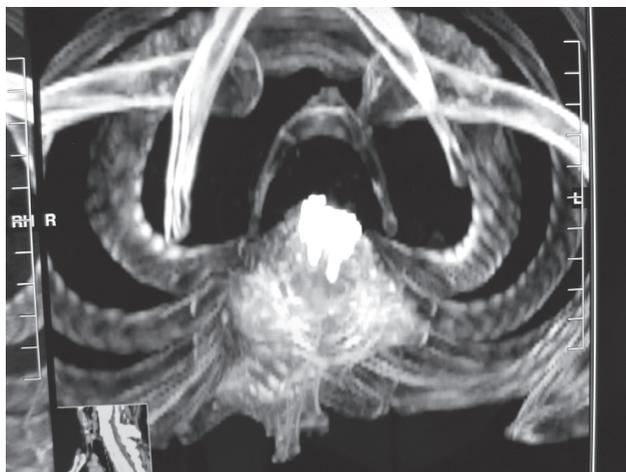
Reconstrucción de resonancia magnética del esqueleto torácico en la que se aprecia la prótesis cervical de titanio.
